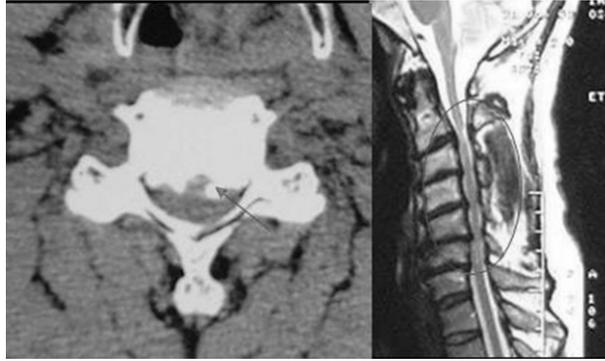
Scanner cervical en coupe axiale (à gauche) montrant un rétrécissement du canal par discarthrose. IRM en coupe sagittale séquence T2 montrant un rétrécissement pluri-étagé du canal cervical.
